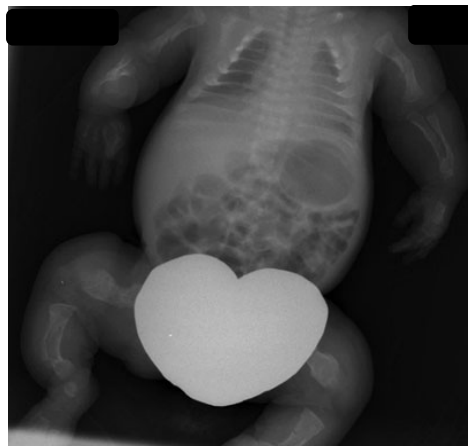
Оглядова рентгенографія дитини з НО на 4 добу життя.
